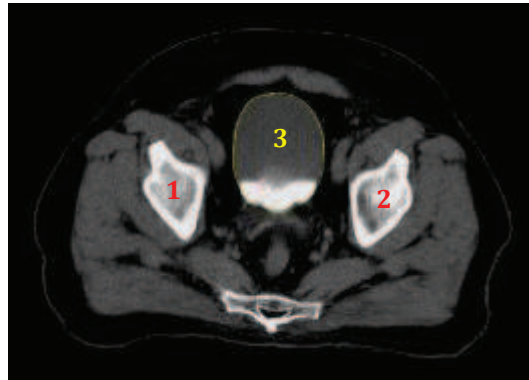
Corte axial anatómico de la región pélvica. Corresponde a una Tomografía Axial Computada por rayos-X, paciente en posición supina, vista caudal-craneal. Cabe destacar la proximidad de las cabezas femorales (#1 y 2) a la vejiga (#3, contorno remarcado con línea delgada amarilla) y la presencia de tejido óseo en la región. La zona inferior de la vejiga muestra la presencia de orina en su interior manifestada como una mancha blanca debido a la sustancia utilizada como contraste para adquirir dicha imagen.
